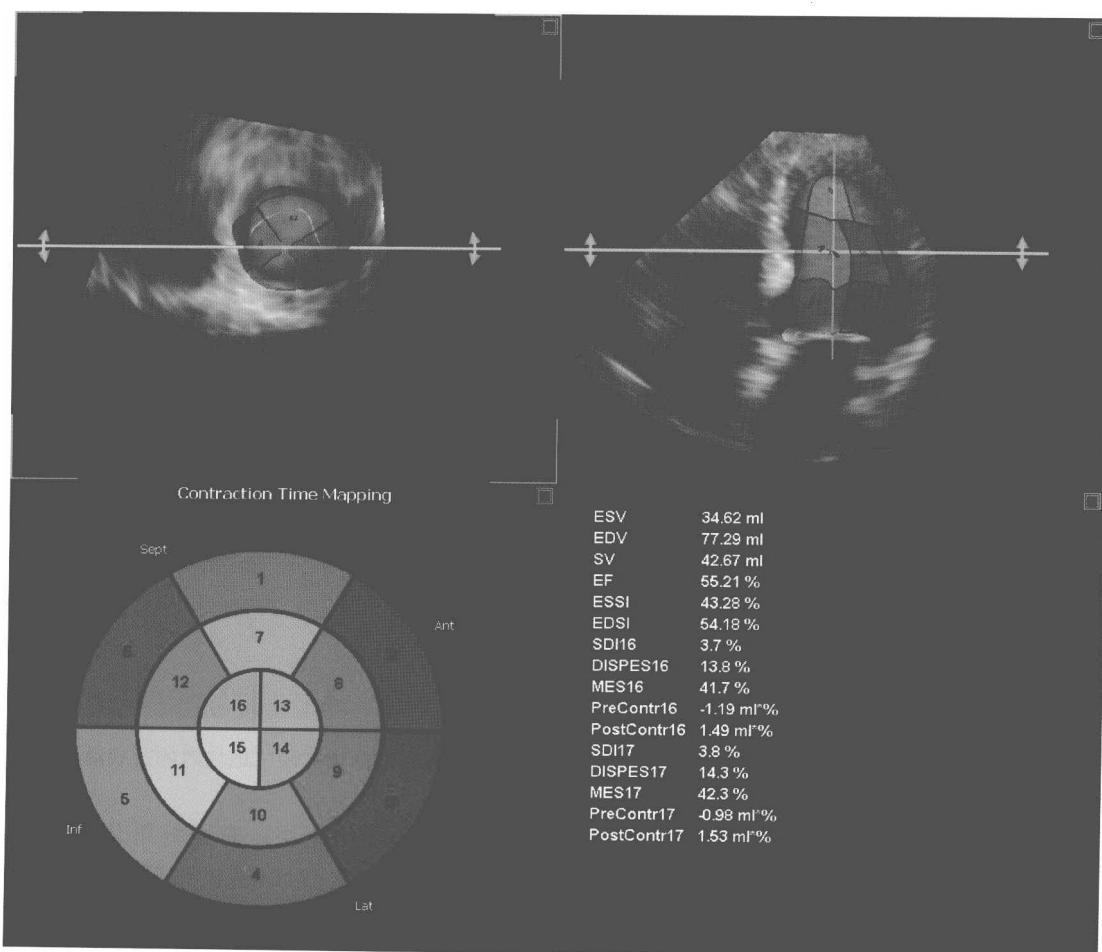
实时三维超声心动图评价左室容量和射血分数
